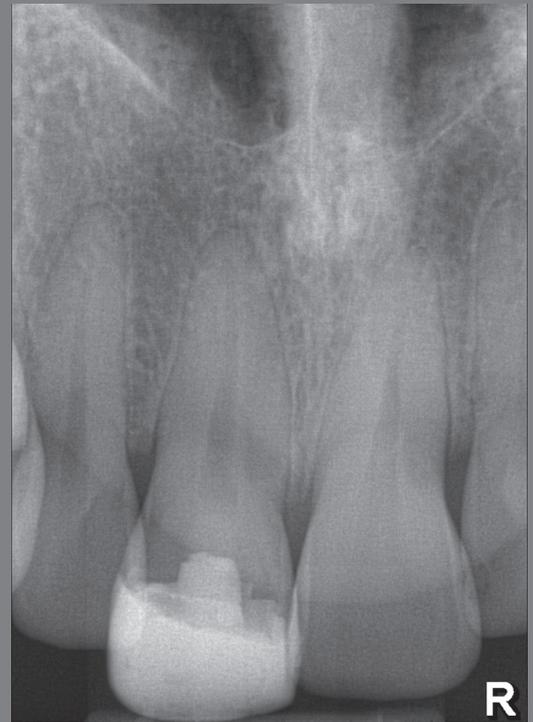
Röntgenkontrolle nach 18 Monaten
